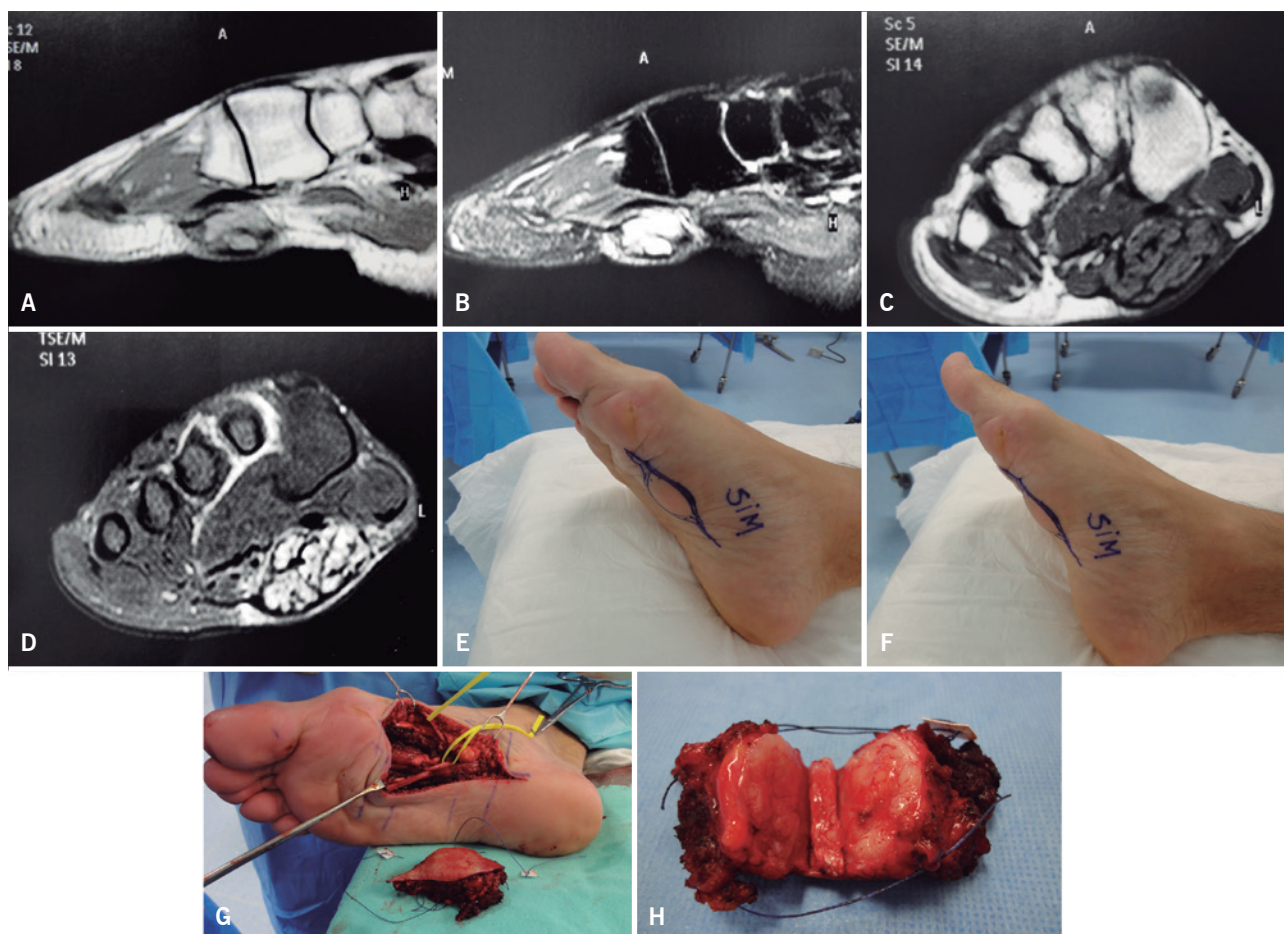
Tumor desmóide (fibromatose – Ledderhose) da região plantar do pé. Note em (A) no corte sagital da ressonância magnética ponderada em T-1, a massa heterogênea com baixo sinal em meio à gordura plantar. Em (B) a imagem com alto sinal em T-2 no corte sagital. Em (C) e (D), imagem coronal do pé onde se evidencia o baixo sinal da lesão em T-1 e alto em T-2. Em (E) e (F) tumor plantar doloroso, demarcado para ressecção. Em (G) aspecto cirúrgico com a ressecção do tumor em bloco com a elipse de pele e a preservação dos nervos plantares. Em (H) tumor aberto pelo patologista, com as margens livres, marcadas por fios de algodão e o aspecto de tumor fibroso, esbranquiçado em endurecido
